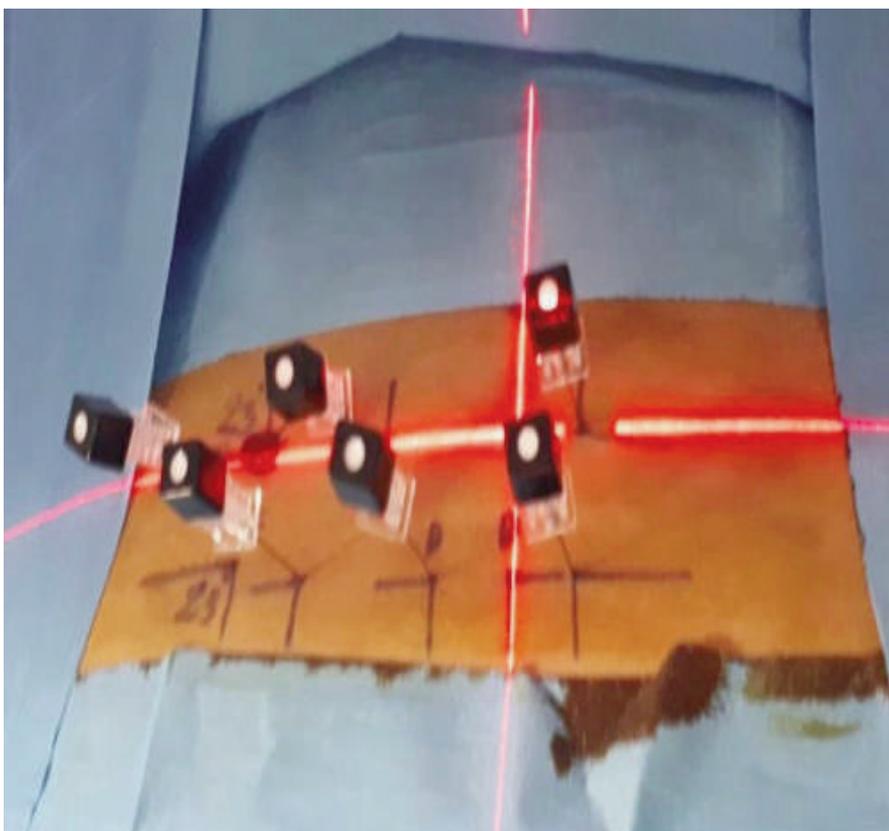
Posizionamento aghi previa misurazione sottoguida TC e raggiungimento del forame e radice nervosa.
